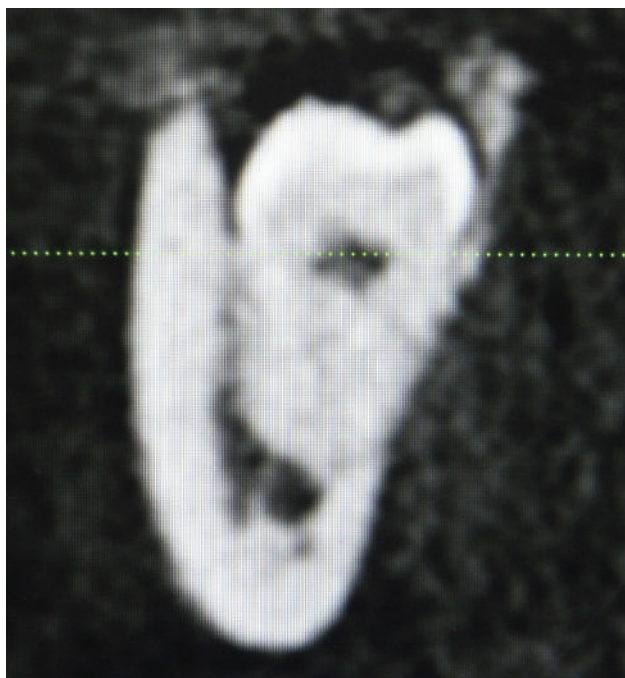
На снимке, сделанном при помощи конусно-лучевой томографии, виден нижнечелюстной нерв, проходящий через апикальную треть 32-го зуба
